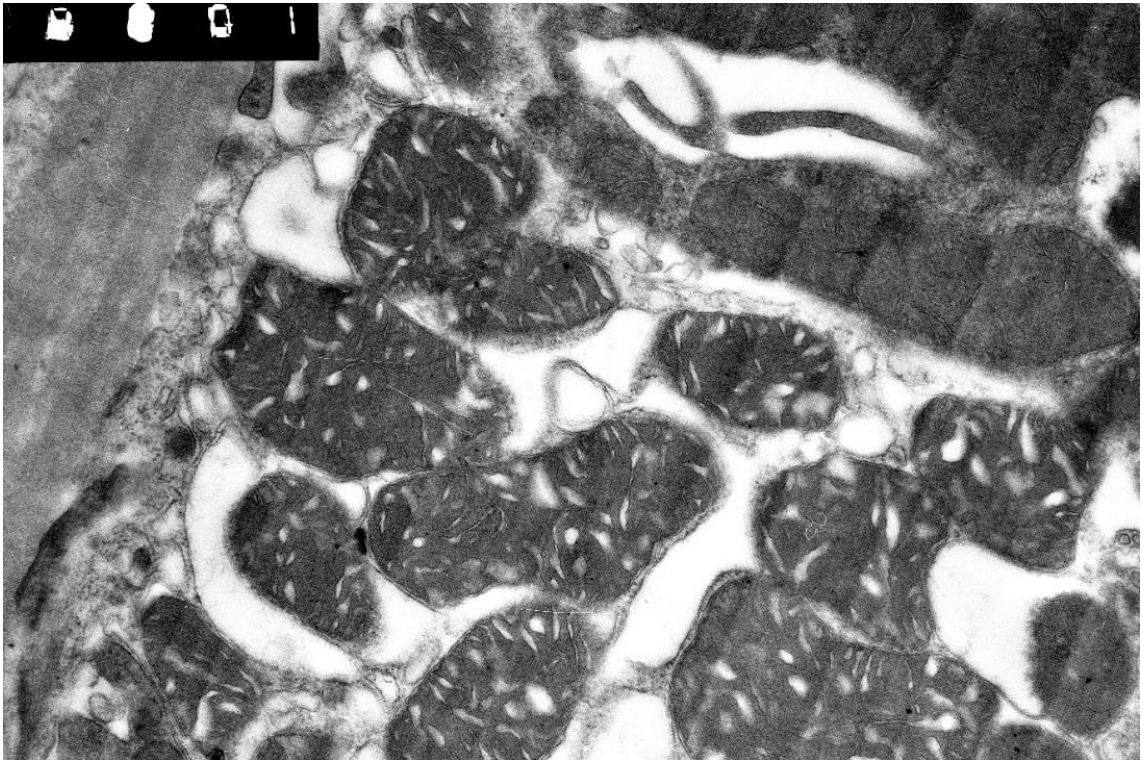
Проксимальный отдел нефрона (базальная часть) до перфузии. В расширенных мембранных складках находятся митохондрии с электронно-плотным матриксом и плотными кристами, увеличение 17000x
